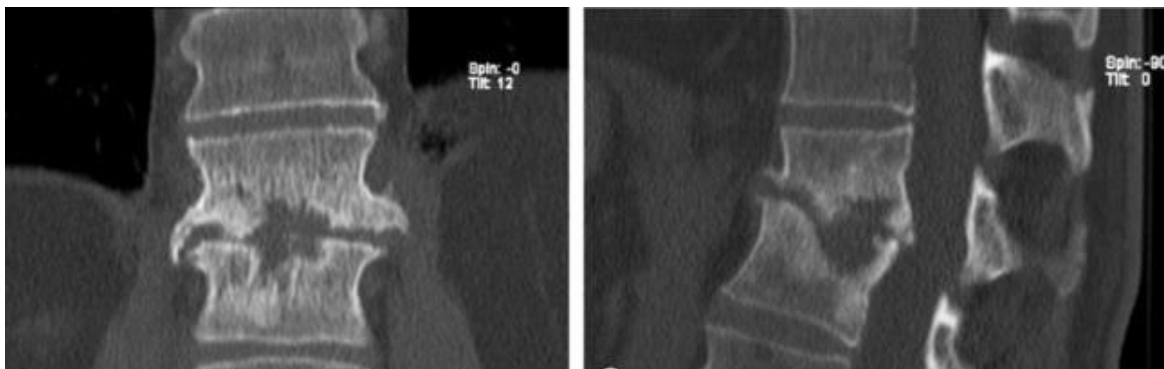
Fratture vertebrali patologiche in SD L1-L2. Radiografia standard.
